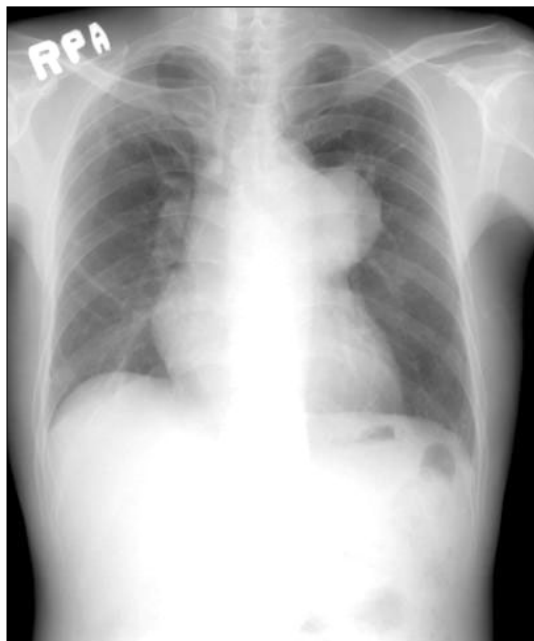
Chest X-ray of primary pulmonary hypertension. Chest X-ray reveals enlarged right heart chamber, enlarged pulmonary arteries, and distal attenuation.
